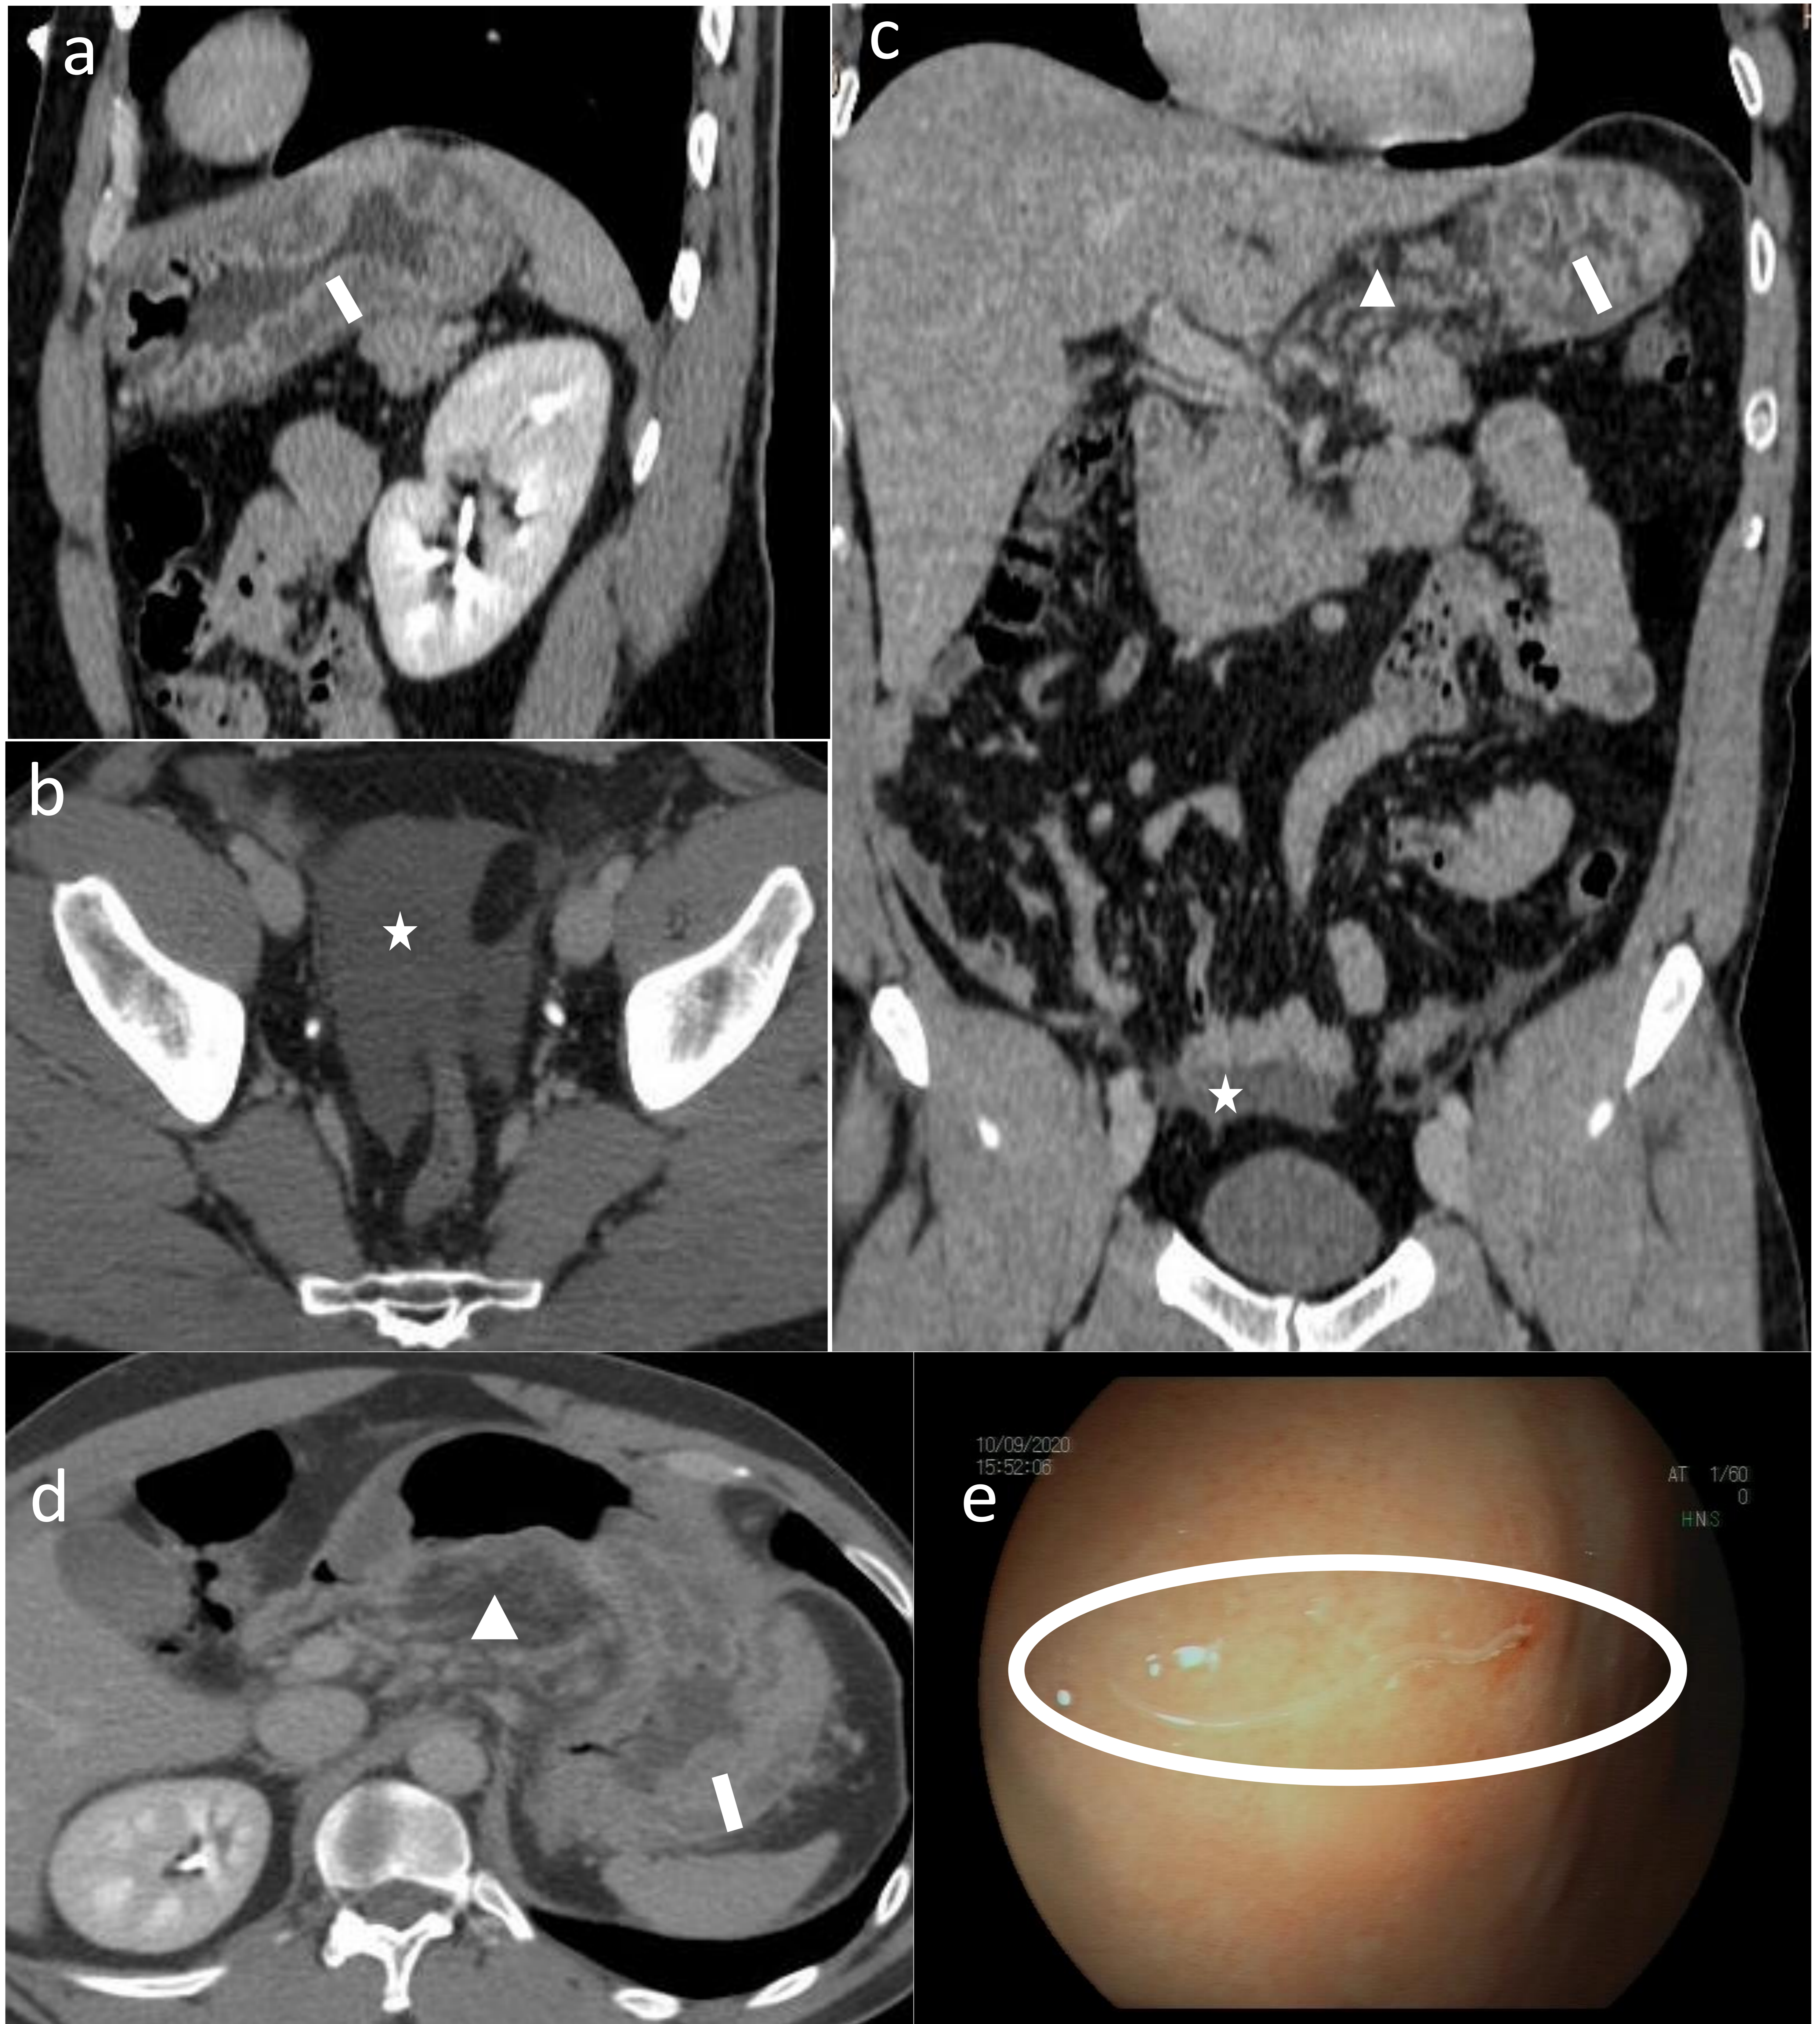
TC abdominopélvica con contraste intravenoso en fase venosa en varón de 38 años con sospecha de perforación intestinal, con hallazgos sospechosos de anisakiasis gástrica, que se confirmó en la gastroscopia. a) corte sagital, b) corte axial a nivel de la pelvis, c) corte coronal y d) corte axial a nivel del estómago que muestran engrosamiento mural con edema de la submucosa del cuerpo y fundus gástrico (LÍNEA BLANCA) asociado a cambios inflamatorios de la grasa perigástrica con pequeñas adenopatías reactivas (TRIÁNGULO) y líquido libre en la pelvis (ESTRELLA). e) Imagen de gastroscopia con visualización de nematodo de color blanquecino de unos 7 cm de longitud.
